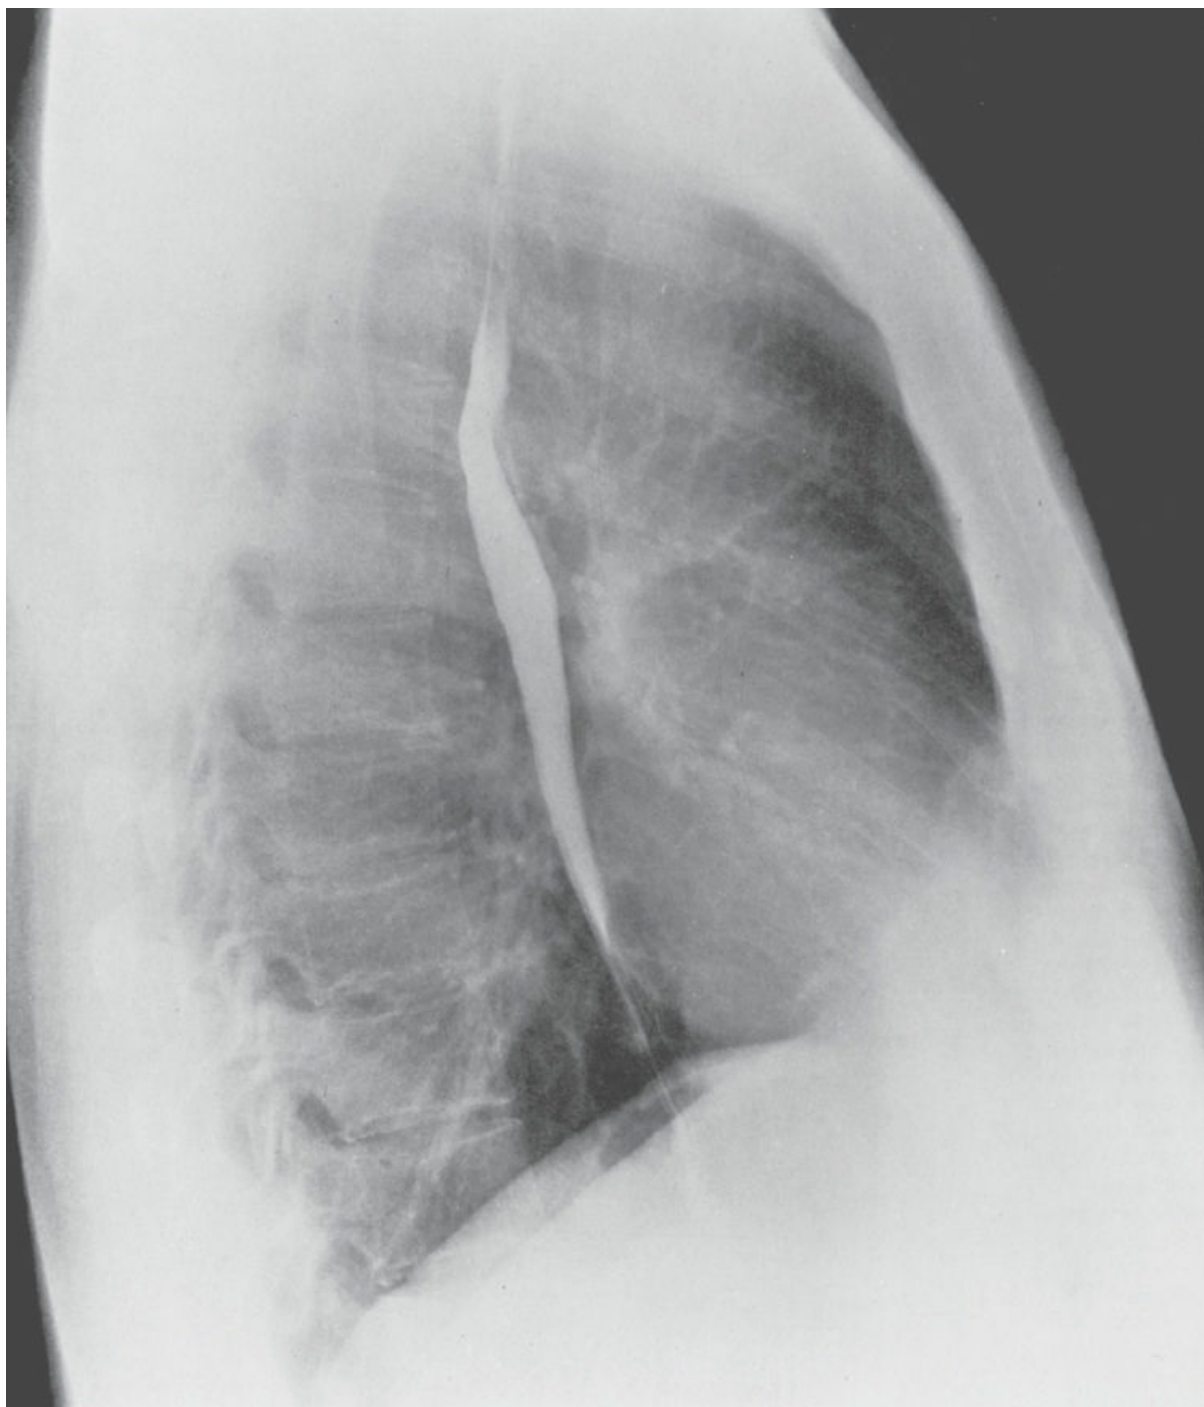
Radiografía lateral izquierda del tórax de un adulto sano después de un trago de bario.
